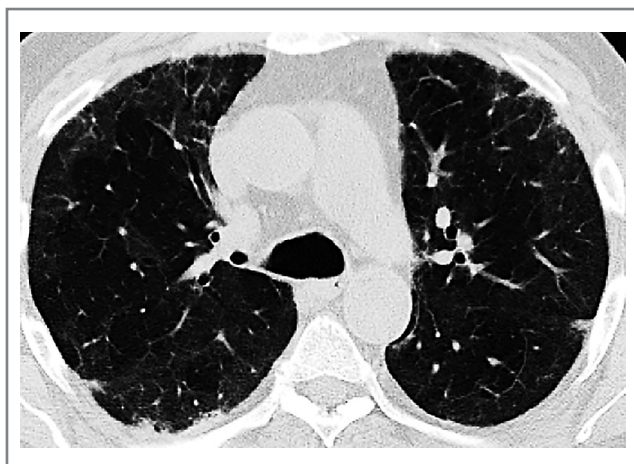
КТ грудной клетки пациента от 07.04.2021.
